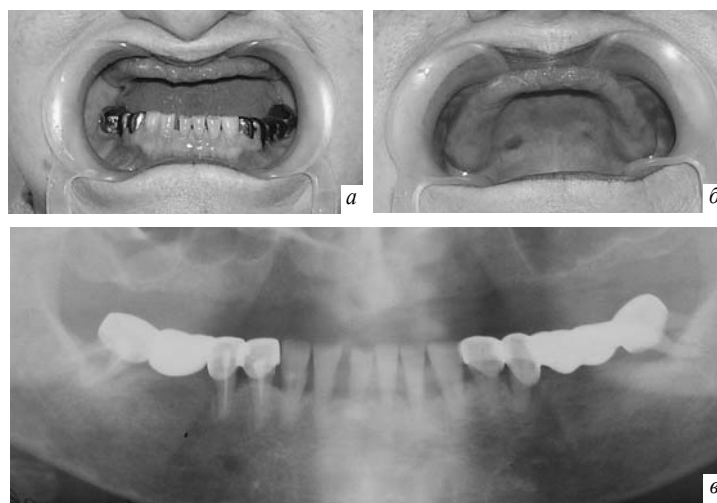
Состояние полости рта больной Л.: а – до лечения (фронтальная проекция); б – полуаксиальная проекция; в – рентгенограмма до лечения
